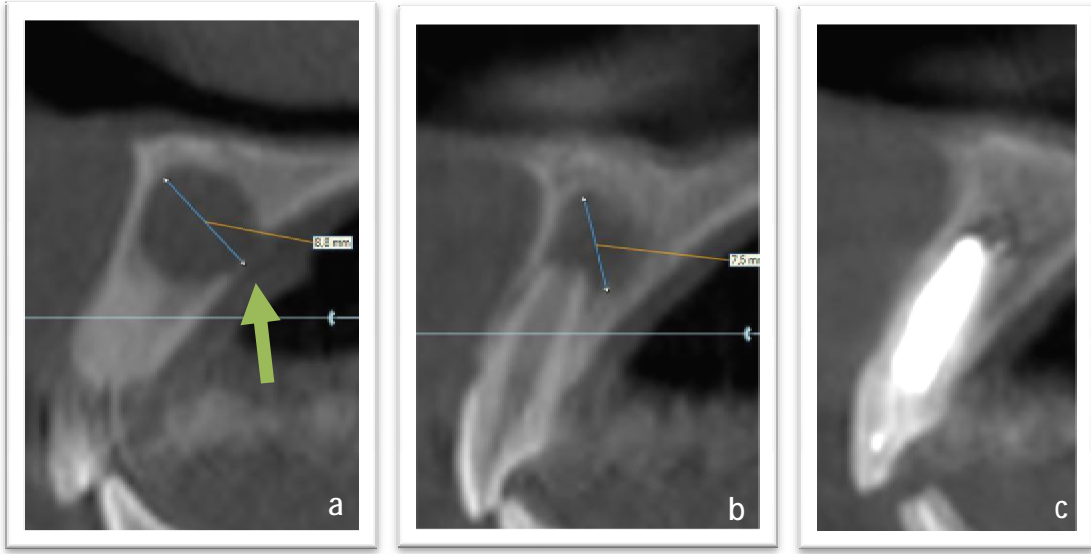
Periapikal lezyona sahip alt birinci molar dişe ait radyografiler. (a) 19 yaşındaki hastamıza yapılan kök kanal tedavisinden (b) yaklaşık 4 ay sonra alınan radyografide lezyonun iyileşme sürecinde olduğu ve mineral kaybına uğramış alanın kemikle dolduğu izlenebilmektedir.
